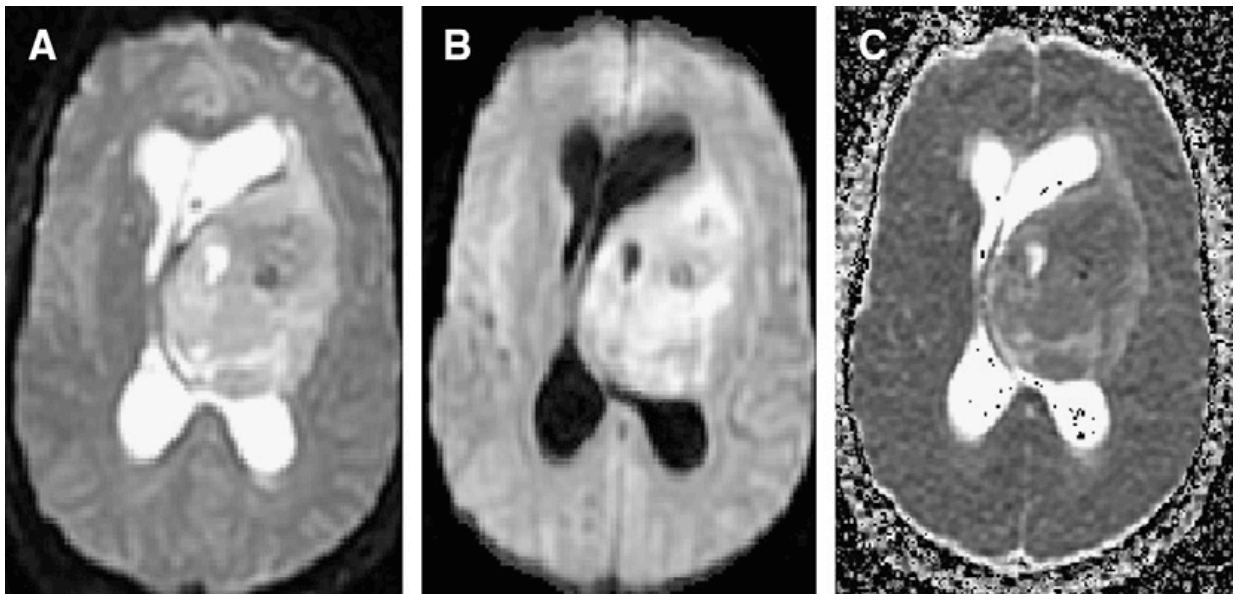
DWI realizada en un hombre de 29 años con un glioma de alto grado. (A)DWI con baja sensibilidad a la difusión, valor de $b \approx 0$ y (B) con un valor de $b = 1000 \text{ mm}^2/\text{s}$ muestra que el tumor es hiperintenso, sugestivo de tejido denso. El mapa de ADC calculado (C) también indica que la movilidad de agua es baja, consistente con alta celularidad (Chenevert 2006).
